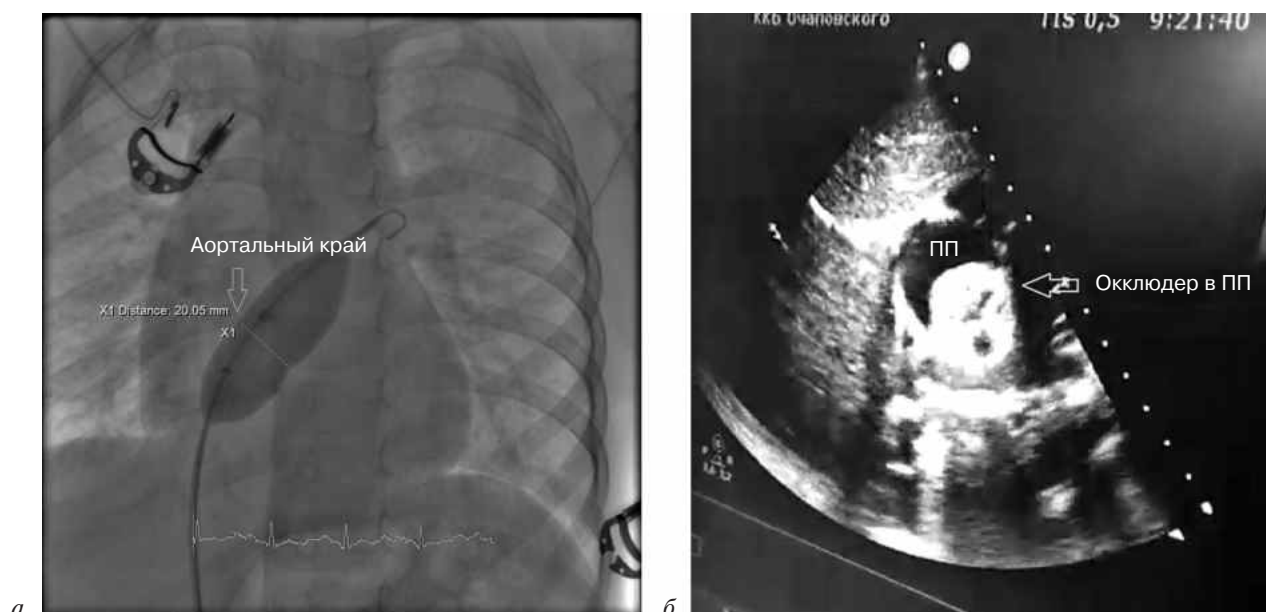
Интраоперационная рентгеноскопия и ЭхоКС:
